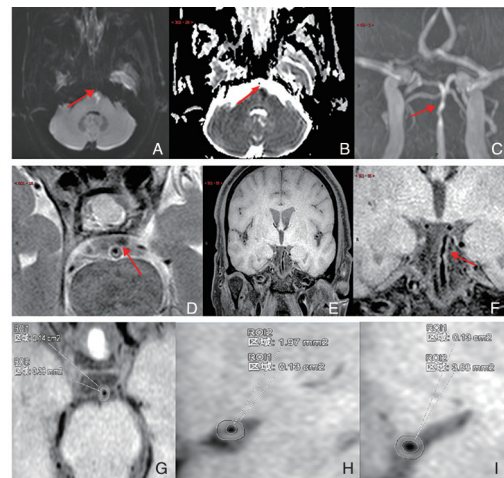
BA、MCA 的 HR-MRI 图 A、B 为桥脑左侧急性脑梗死;C、D、E、F 依次为 3D TOF-MRA、高清 T2WI、T1-VISTA 图像以及放大适当倍数后显示 BA 的 T1-VISTA 图像,3D TOF-MRA 示责任血管 BA 局部明显狭窄,高清 T2WI 示 BA 背侧壁新月形斑块附着,长 T2 信号,T1-VISTA 示 BA 多处管壁增厚,并直观显示斑块的位置、大小、形态及信号特点;G、H、I 为选择垂直于 BA 小脑上动脉起始部下方 10 mm 左右位置、双侧 MCA 距同侧大脑前动脉 A1 段起始部 10 mm 左右位置重建 3D T1-VISTA 图像,分别测量 BA、右侧 MCA、左侧 MCA 血管面积和管腔面积。
